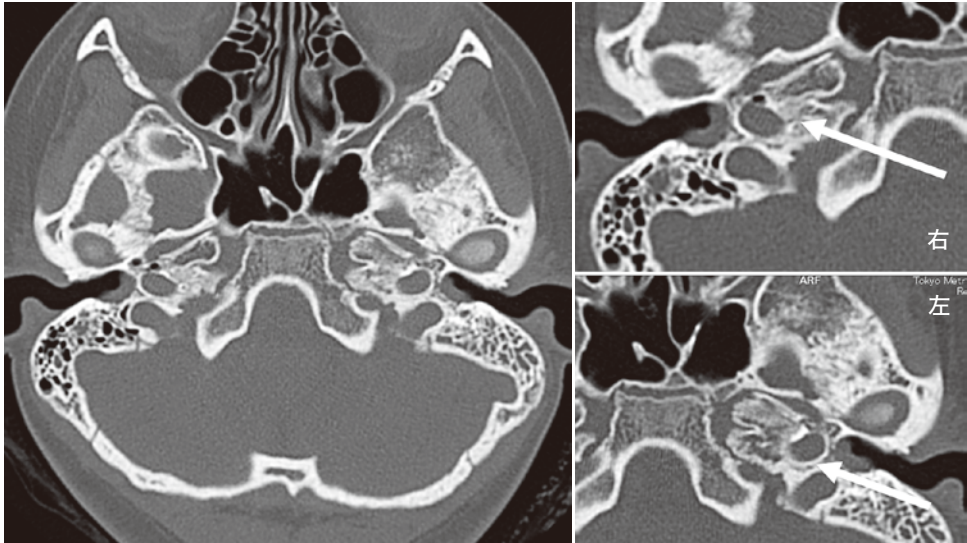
頭部高分解能 CT (入院病日 6 施行)
